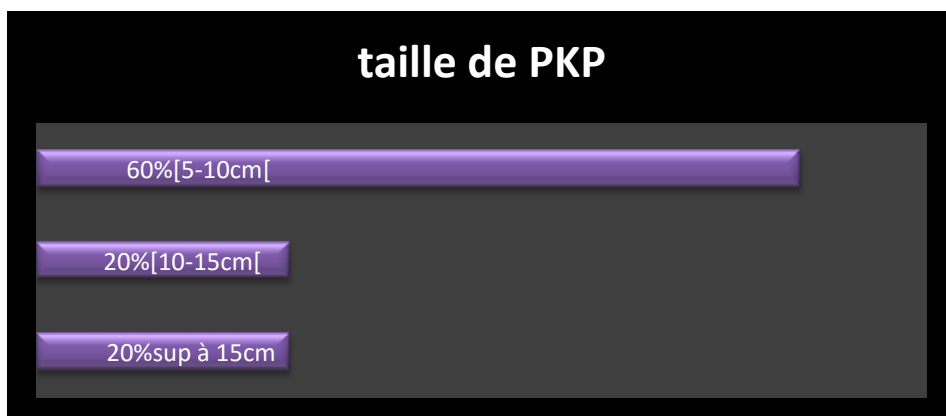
Répartition des PKP objectivés par la TDM en fonction de leur taille
